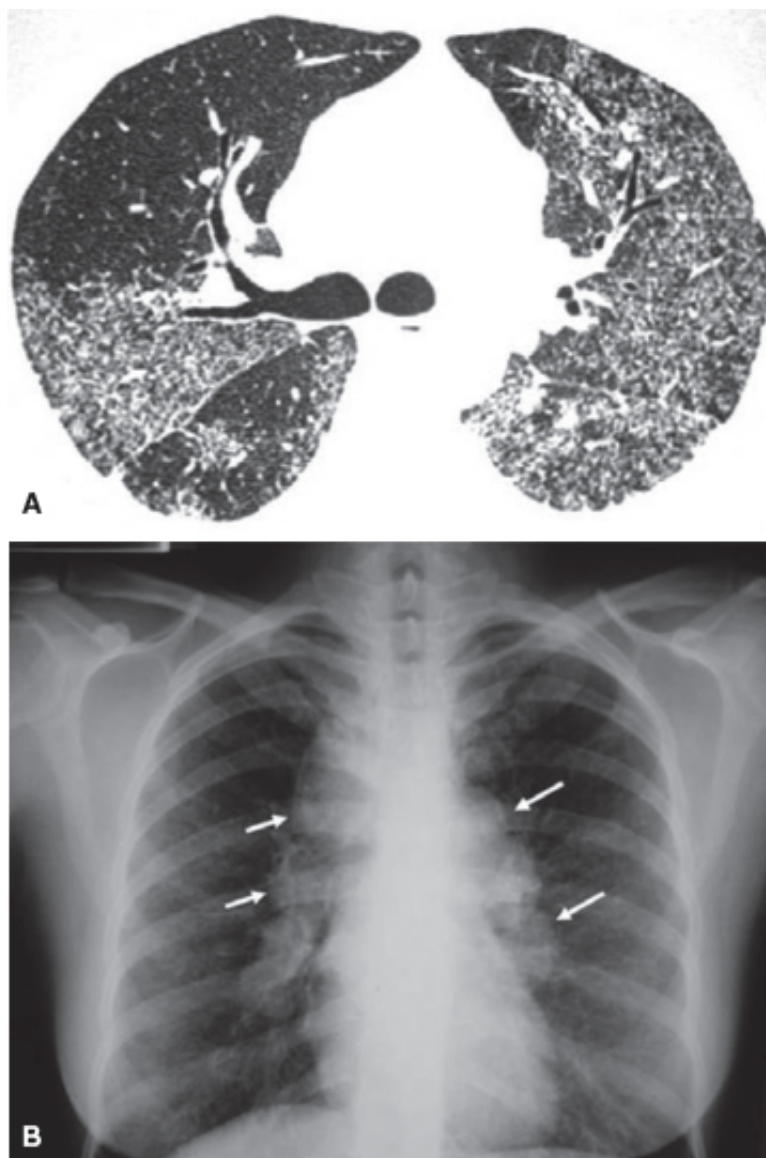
A. Imagem axial de TC de tórax, evidenciando espessamento peribroncovascular, pequenos nódulos, alguns confluentes e opacidades em vidro fosco. B. Radiografia de tórax, demonstrando aumento simétrico e bilateral dos linfonodos por sarcoidose (*setas*).
